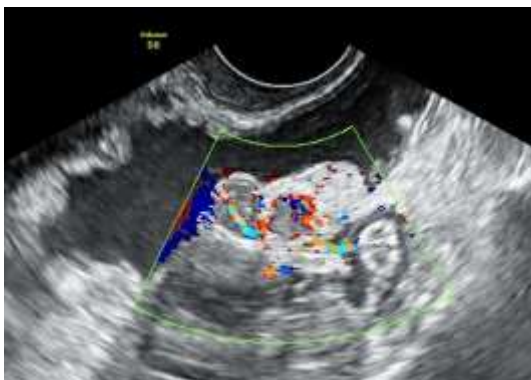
Tumor con ascitis y al menos flujo vascular moderado con Doppler
